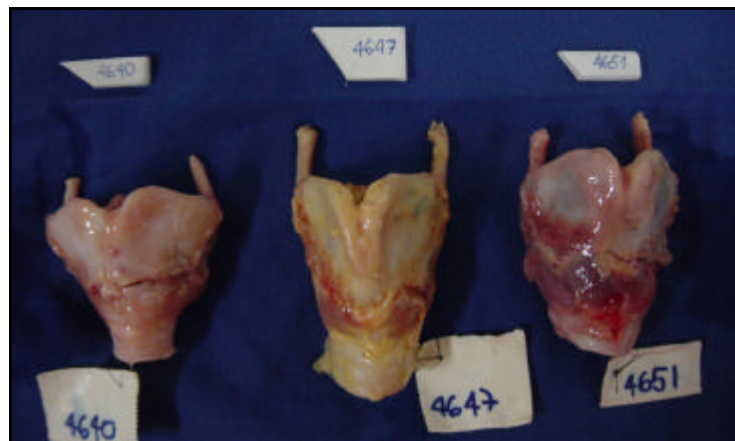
Diferentes formatos de implantes confeccionados para cada laringe de acordo com dados obtidos pela tomografia computadorizada
